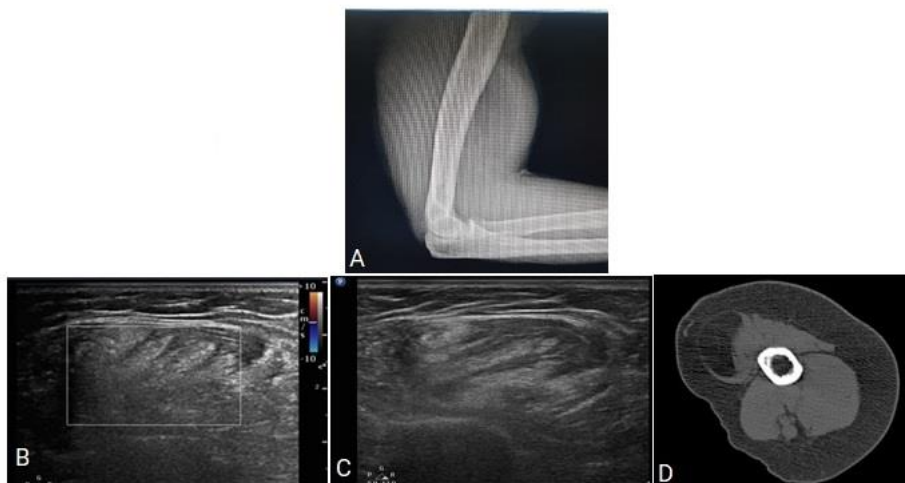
A) Radiografía simple en vista lateral del brazo, B) y C) vistas de ultrasonido en modo B en escala de grises y modo Doppler color respectivamente, corte transversal del brazo y D) corte axial de tomografía computarizada del brazo, a nivel de la masa.
